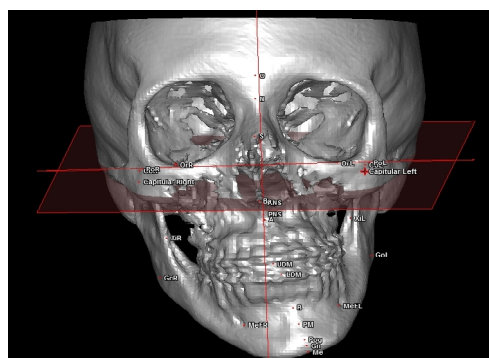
Imagem tridimensional obtida com tomografia de face associada a escaneamento de modelos de gesso.
